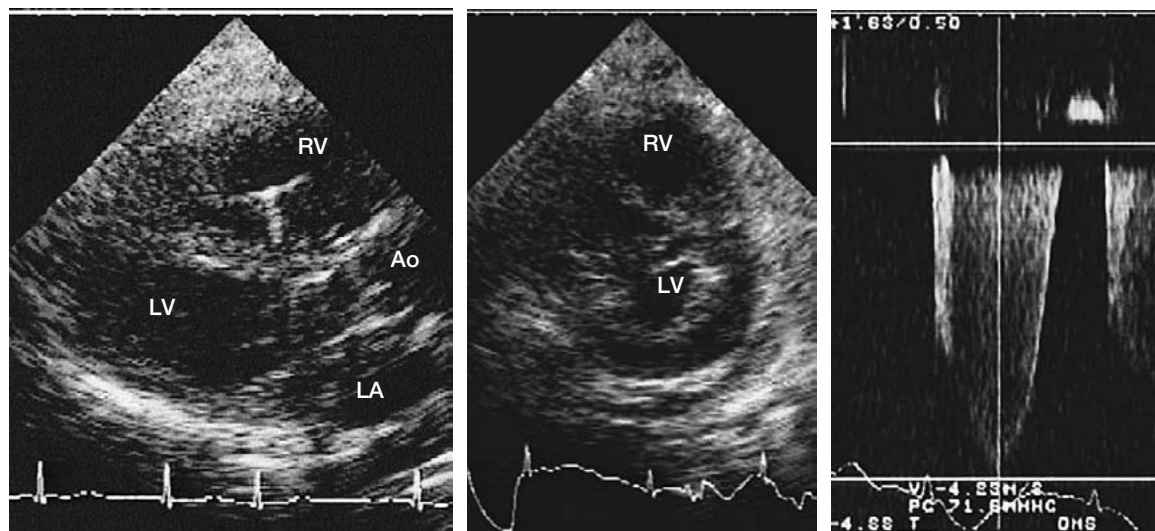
心不全治療のためにCCU転院時の心エコー図
